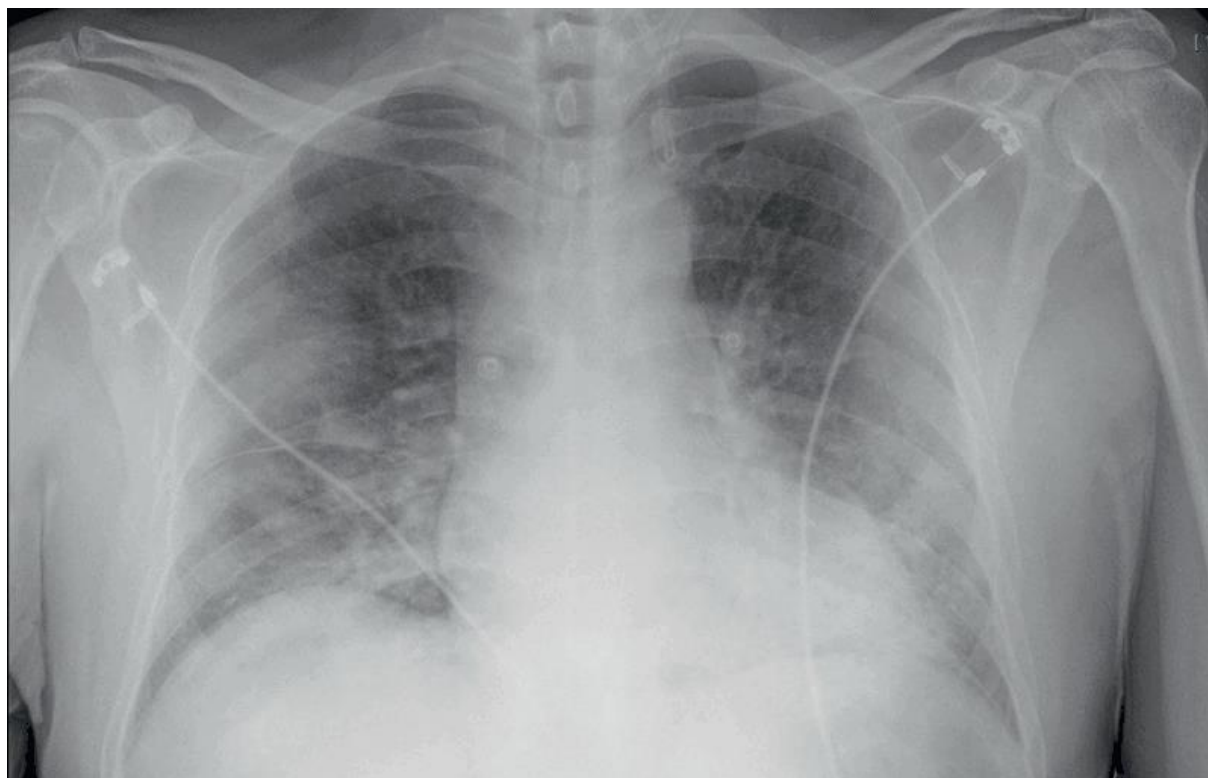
Radiographie de thorax : pneumopathie alvéolo- interstitielle bilatérale prédominant aux bases chez un COVID + (57).
